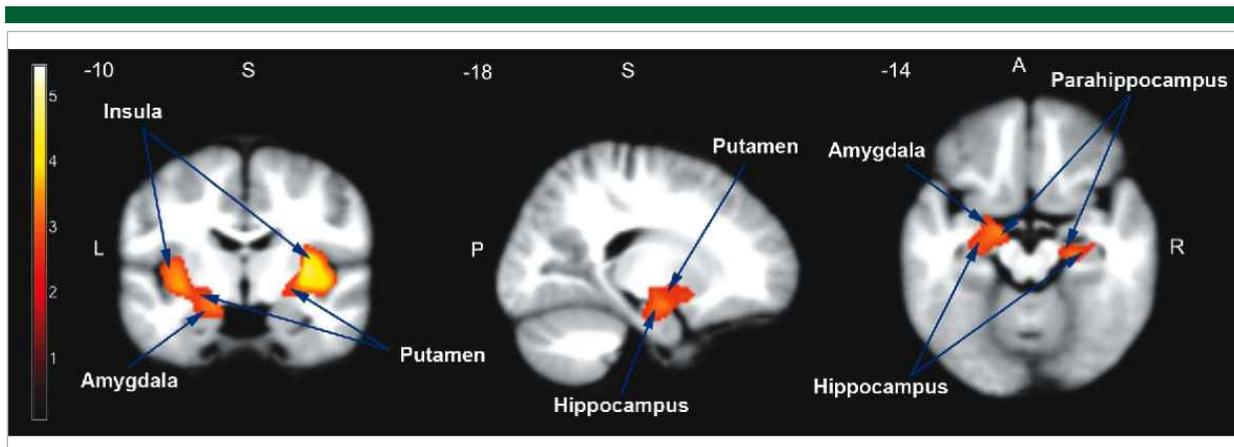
Resonancia magnética de un niño con TEA (volumen significativamente mayor en la amígdala y el hipocampo izquierdo, volumen significativamente menor en el hipotálamo bilateral) (Xiao-Jing, 2017).
